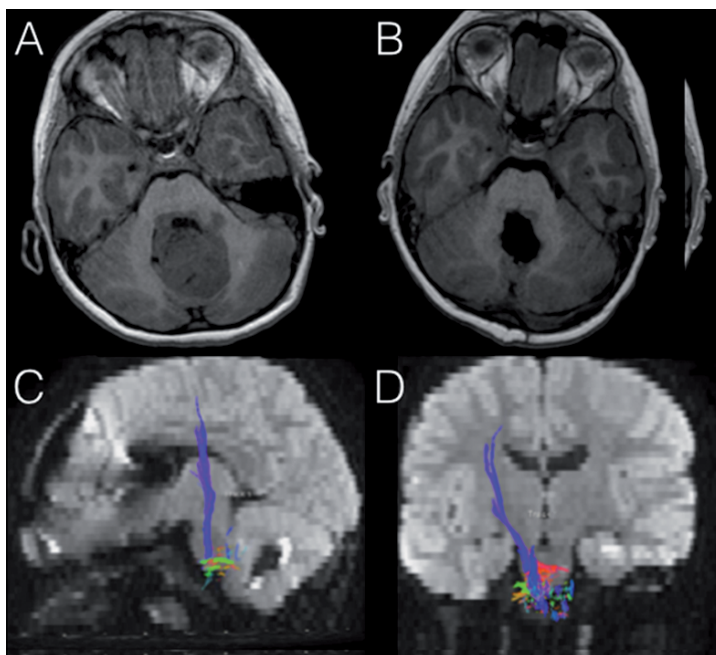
A) IRM pre operatoria de un niño con meduloblastoma del IV ventrículo; B) IRM postoperatoria; C) DTI postoperatoria de la vía dento-rubro-talámica, proyección sagital; D) DTI postoperatoria de la vía dento-rubro-talámica, proyección coronal.
